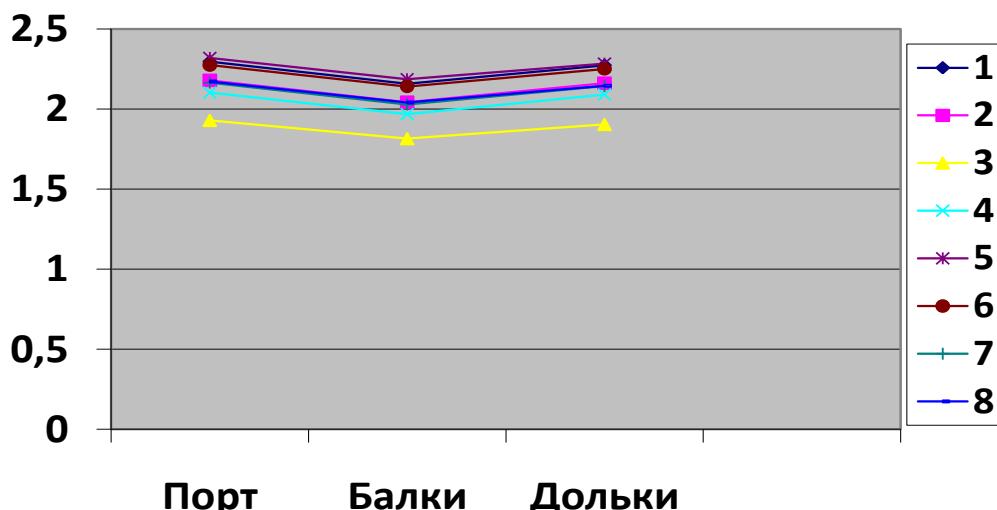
Графическая зависимость активности КТ-ПО по зонам ацинусов.
